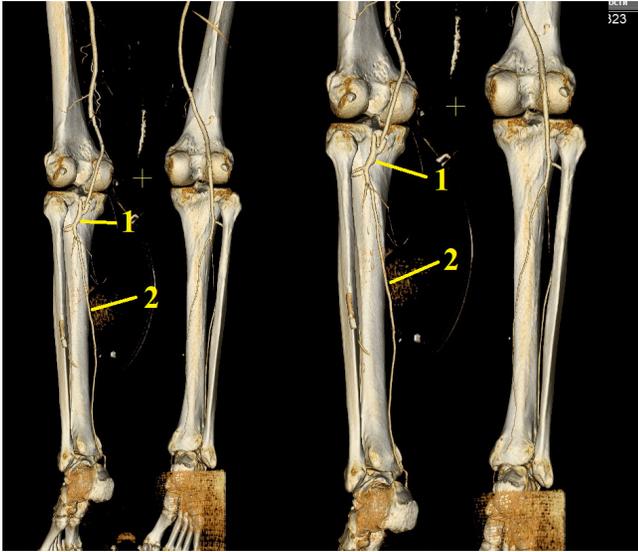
КТ АГ артерий нижних конечностей в первый сутки после четвертой тромбэктомии и бедренно-дистальноподколенного шунтирования реверсированной аутовены.
